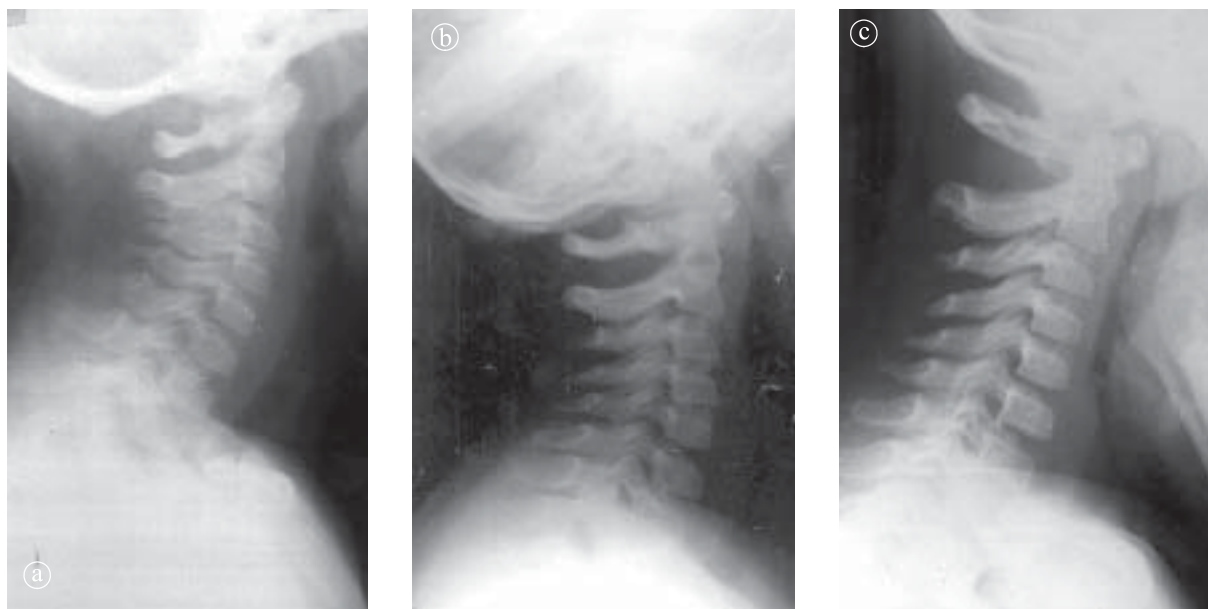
Radiografii funcționale de colană cervicală. 5 ani. a) Hiperextensie, b) Poziție intermediară, c) Hiperflexie.
